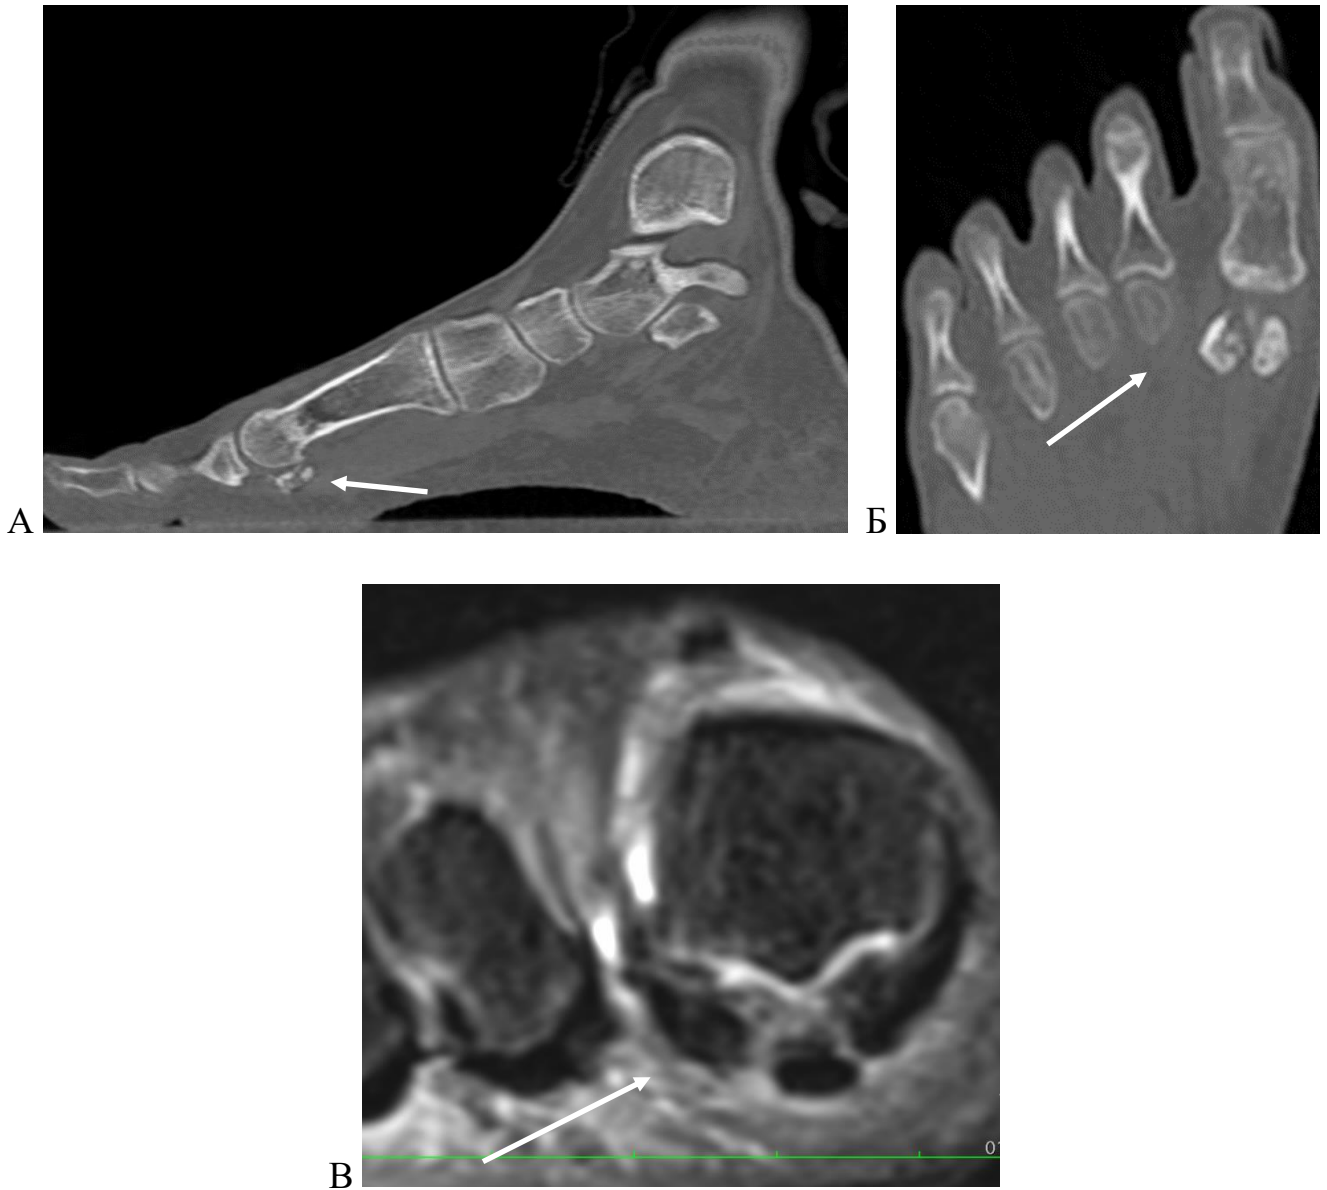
КТ сканы пациента В. до операции: А – сагиттальная; Б – плантарная продольная; В - аксиальная проекция
